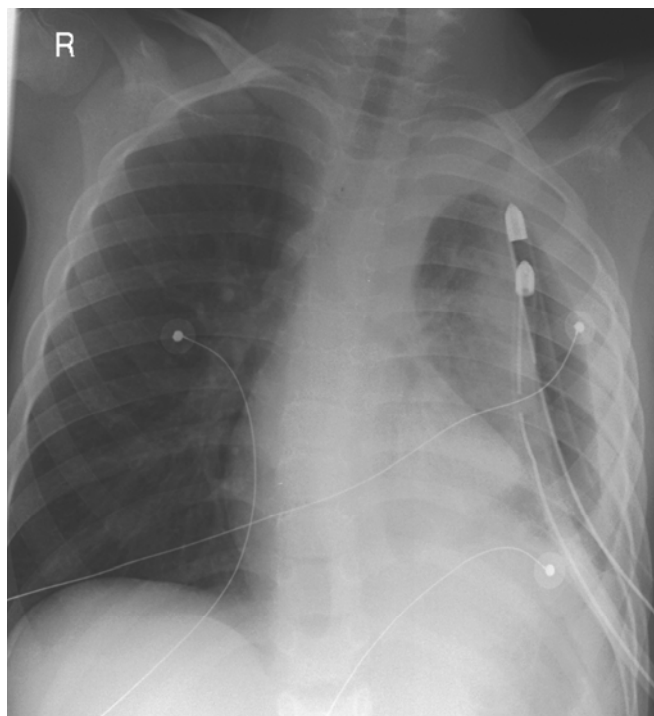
Röntgen-Thorax vier Tage nach erster VATS: deutlicher Rückgang des Befundes
